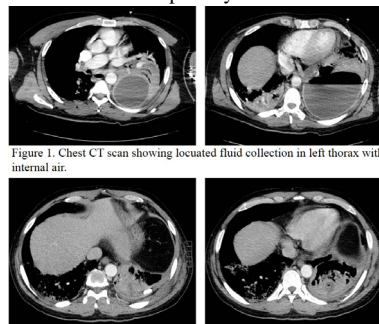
Chest CT scan showing locuated fluid collection in left thorax with internal air.
